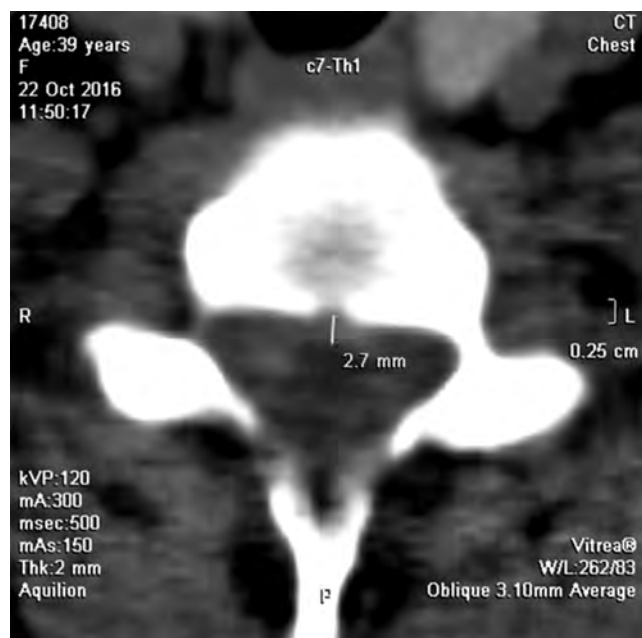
Комп'ютерна томограма. Деформація Th1 хребця
